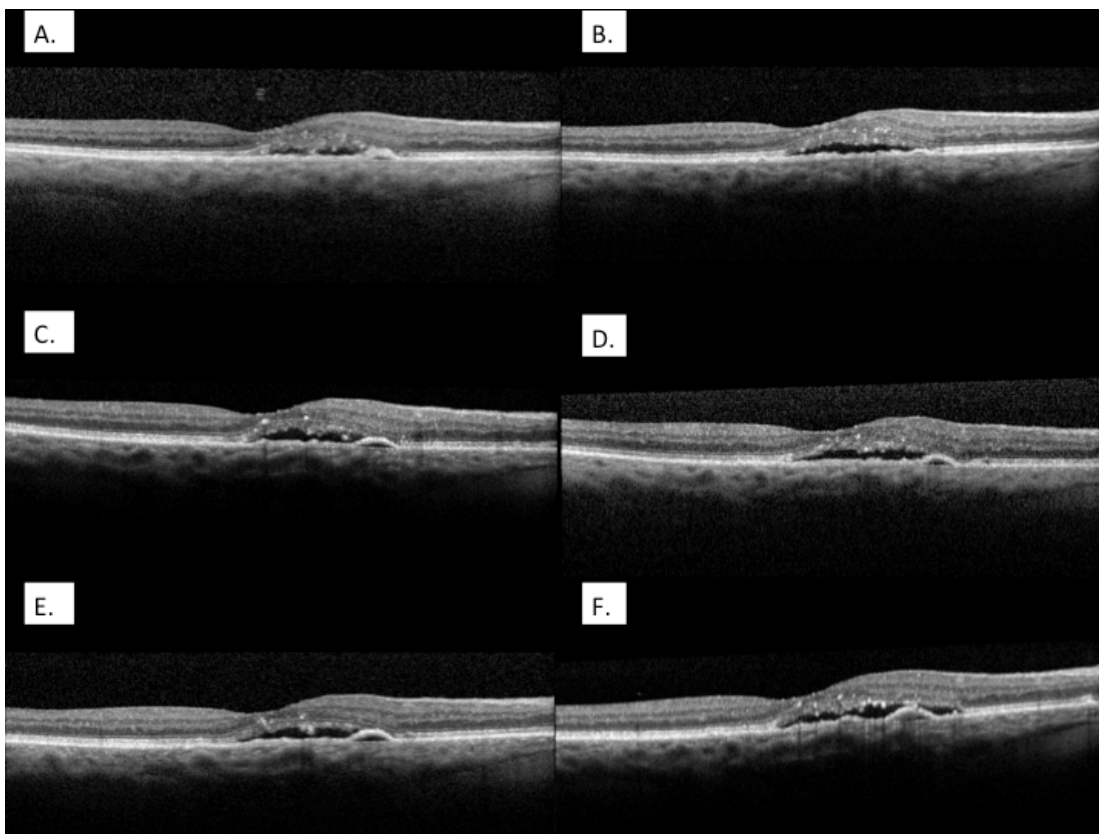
Tomografia Óptica Coerente em paciente com DMRI exsudativa: A) pré-operatório (EFC=240um); B) 7^o pós-operatório (EFC=268um); C) 30^o pós-operatório (EFC=303um); D) 60^o pós-operatório (EFC=304um); E) 90^o pós-operatório (EFC=305um); F) 180^o pós-operatório (EFC=300um)
